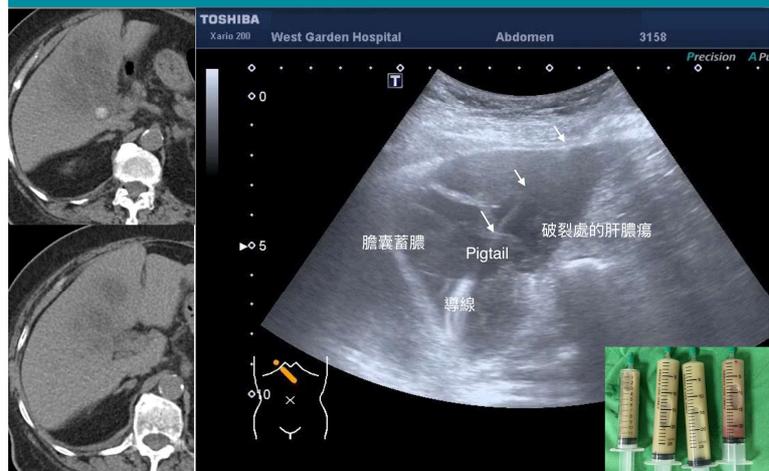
超音波導引治療因膽囊蓄膿破裂合併肝膿瘍。
